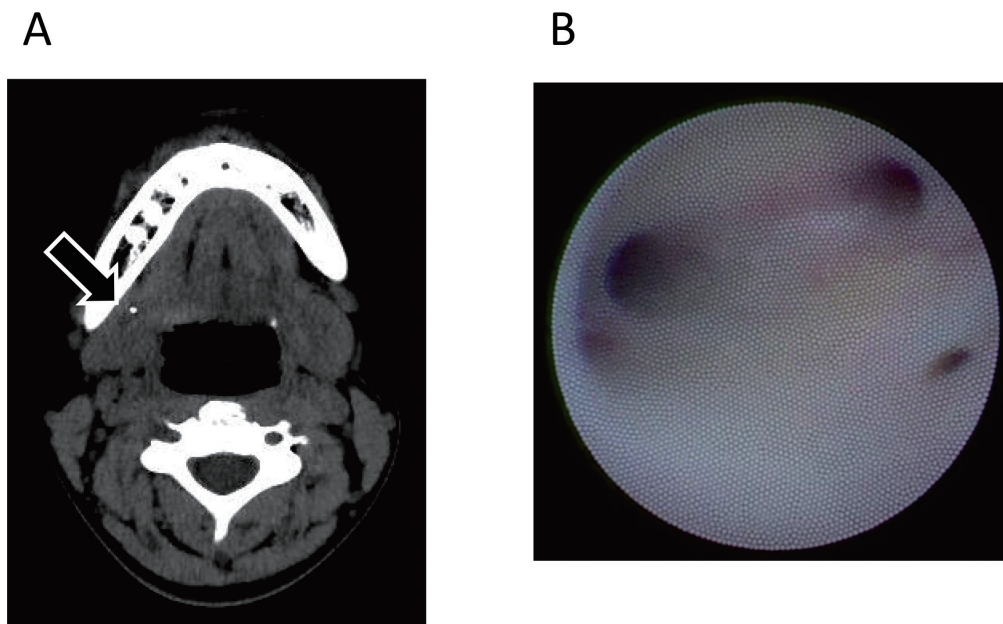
A. 症例10の術前CT. 右顎下腺の境界領域に唾石（矢印）が描出され、顎下腺移行部唾石と予測した。
